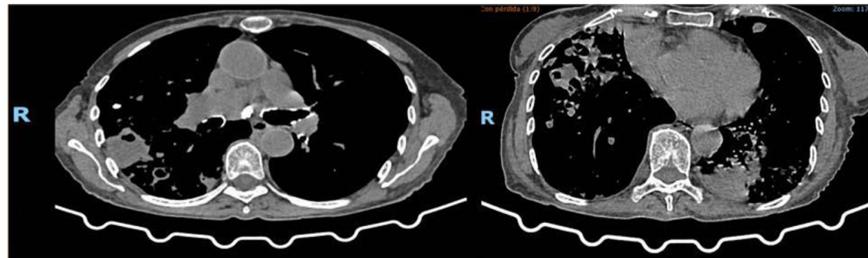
Tomografía simple de tórax, ventana axial de mediastino: ganglios mediastinales calcificados. En el lóbulo inferior derecho, segmento anterior una cavitación dominante de 21 mm, bronquiectasias segmento lingular y opacidad consolidativa izquierda basal posterior.
